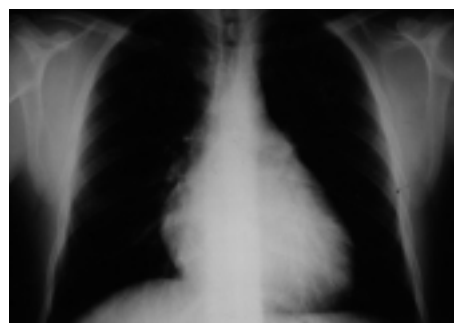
Radiografia del torace in proiezione antero-posteriore preoperatoria: dilatazione delle sezioni destre del cuore.
